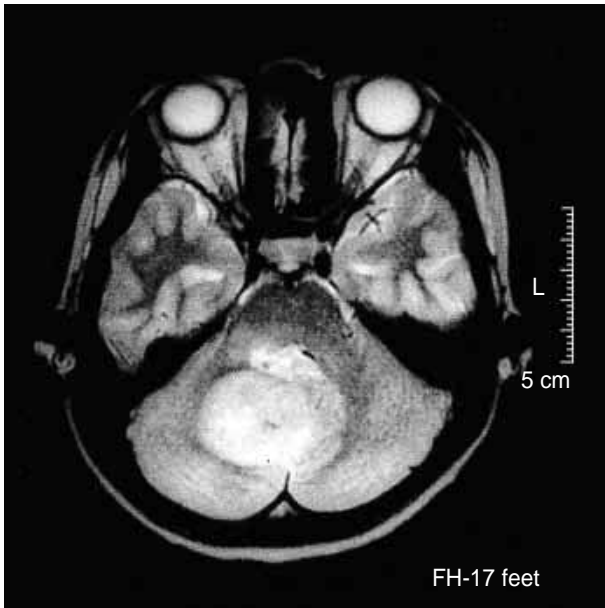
T2-weighted image shows a well-circumscribed mass with irregular internal signal intensity. The mass is located at the cerebellar vermis and measures 4 × 3 cm.
